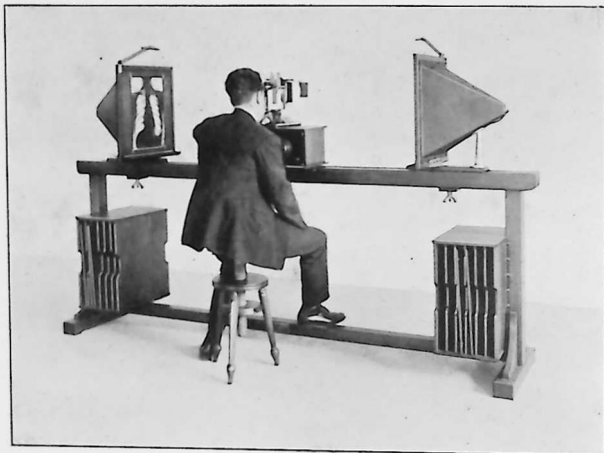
Banc stéréoscopique pour l'examen direct des radiographies (Modèle Gaiffe-Gallot-Pilon).
